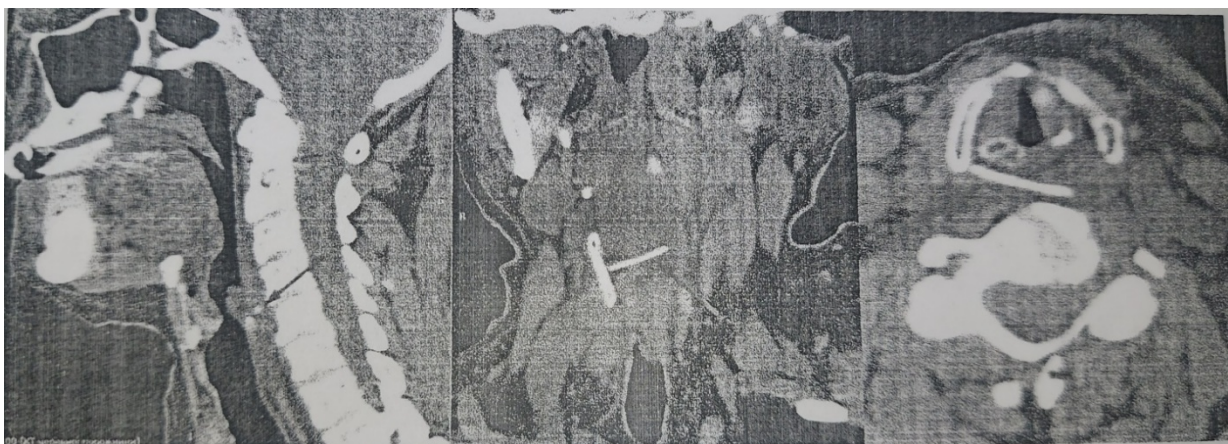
На КТ – стороннє тіло м'яких тканин шиї справа.
